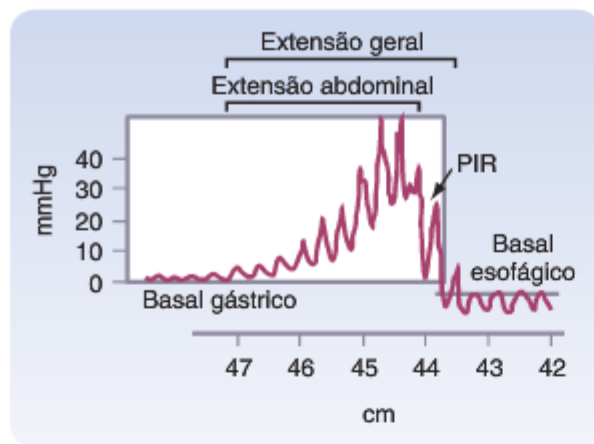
Esfíncter esofágico inferior normal. (De Bremner CG, DeMeester TR, Bremner RM, Mason RJ: Esophageal Motility Teasing Made Easy. St Louis, Quality Medical Publishing, 2001, p 15.)
